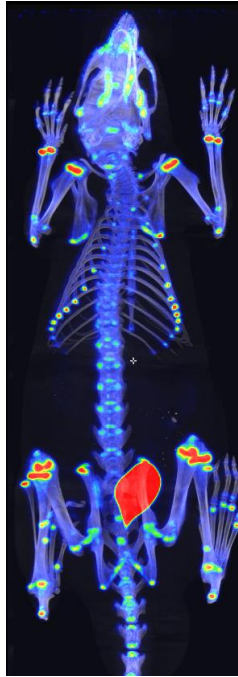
PET-Aufnahme einer gesunden Ratte nach Injektion von [^{64}Cu]Cu-NODAGA^{ZOL}.
